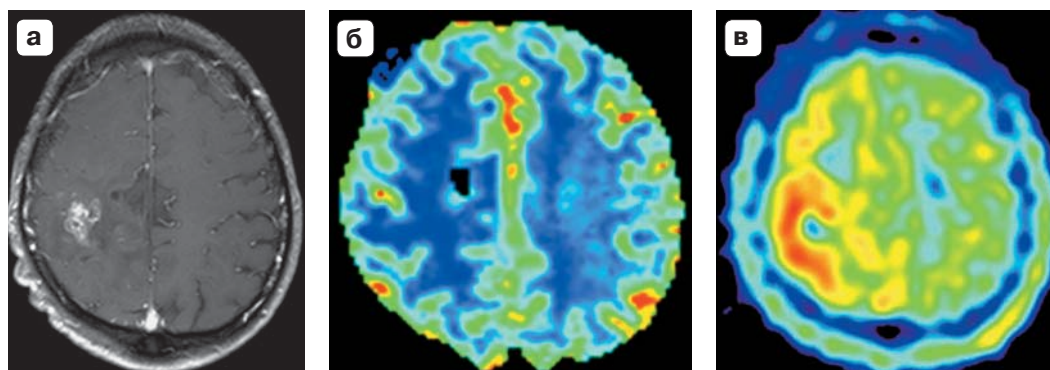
Состояние после комбинированного лечения анапластической астроцитомы правого большого полушария, 10 мес после лучевой терапии. а – на МР-томограмме с КУ визуализируется очаг неоднородного КУ в правой теменной доле; б – на карте перфузии очаг демонстрирует снижение показателя $rCBV$ (Ин $rCBV_{\text{кора}} = 0,3$); в – при ПЭТ определяется умеренно повышенное накопление $[^{11}\text{C}]$ метионина (ИН=1,8) по периферии поражения с центральной аметаболической зоной, обусловленной радионекрозом. Диагноз: сочетание ЛП и остатка опухоли. Частичное совпадение результатов ПЭТ и МР-перфузии.
